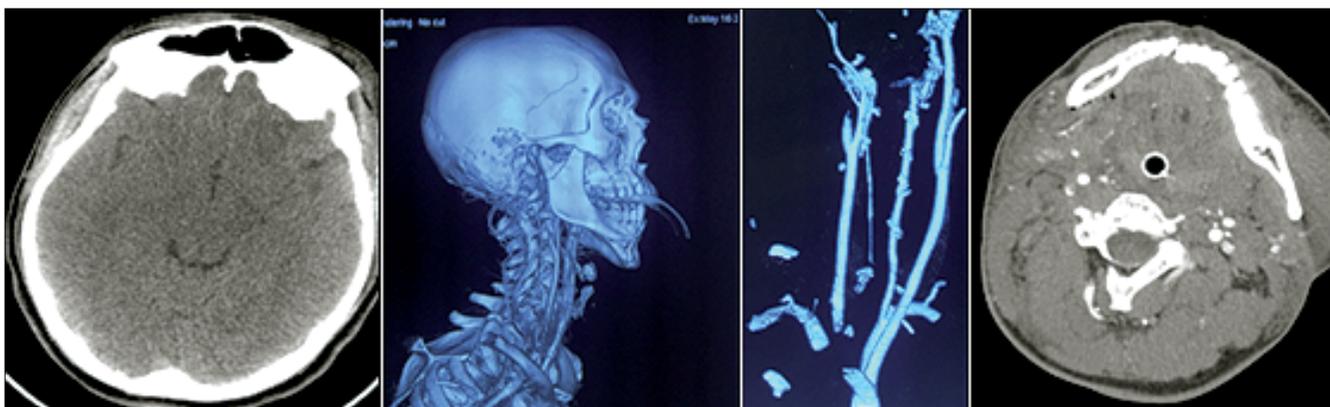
Tomografía axial computarizada simple de cráneo y angiografía con tomografía axial computarizada con reconstrucción en tercera dimensión a las 9 horas de evolución.
